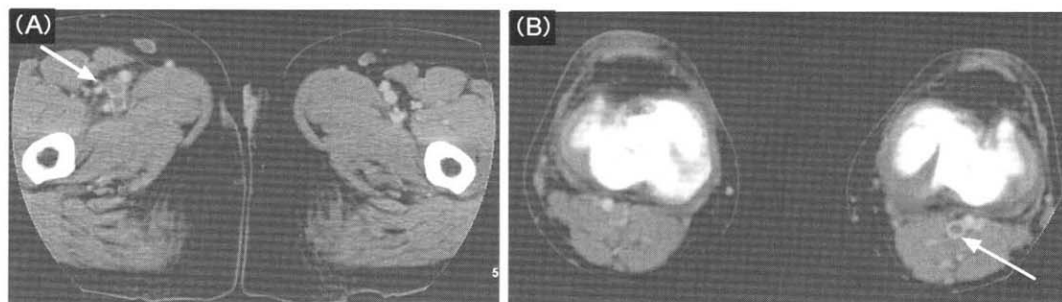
CT venography in a 46-year-old woman with pulmonary embolism and deep vein thrombosis.
